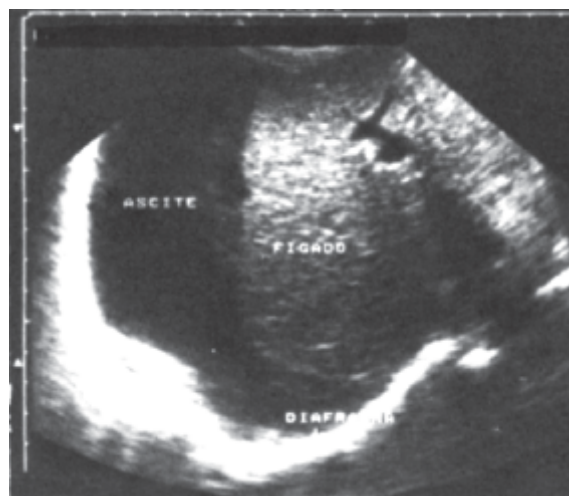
Ultrassonografia abdominal, na qual se evidencia a presença de ascite.
